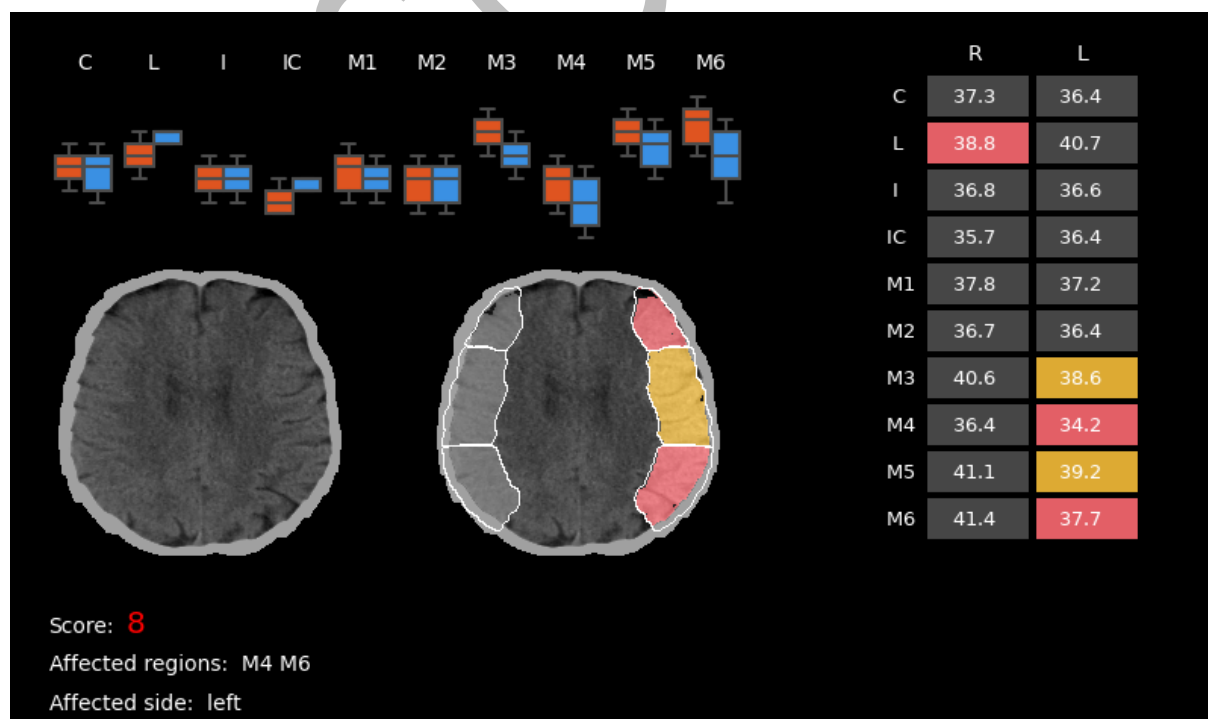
Ejemplo de resultados de StrokeViewer ASPECTS. Las regiones en amarillo son las que están potencialmente afectadas (la diferencia de UH se aproxima al umbral predefinido para considerarlas afectadas), mientras que las que están en rojo tienen una diferencia de UH por encima del umbral y se consideran afectadas.
